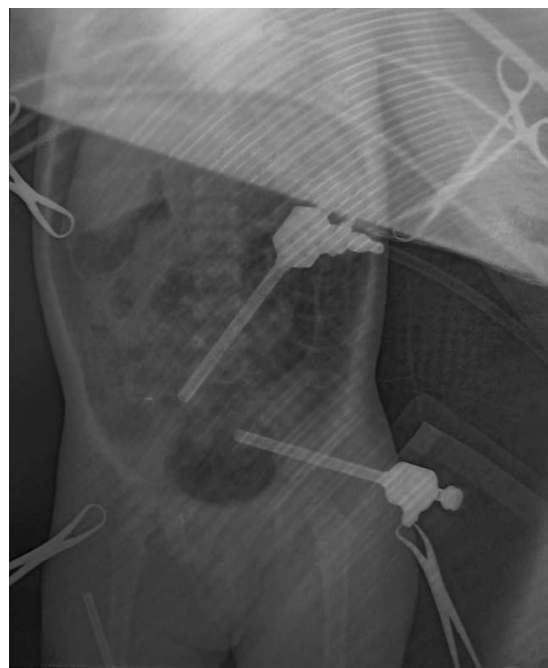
Интраоперационная обзорная рентгенограмма до удаления аппендикса.
